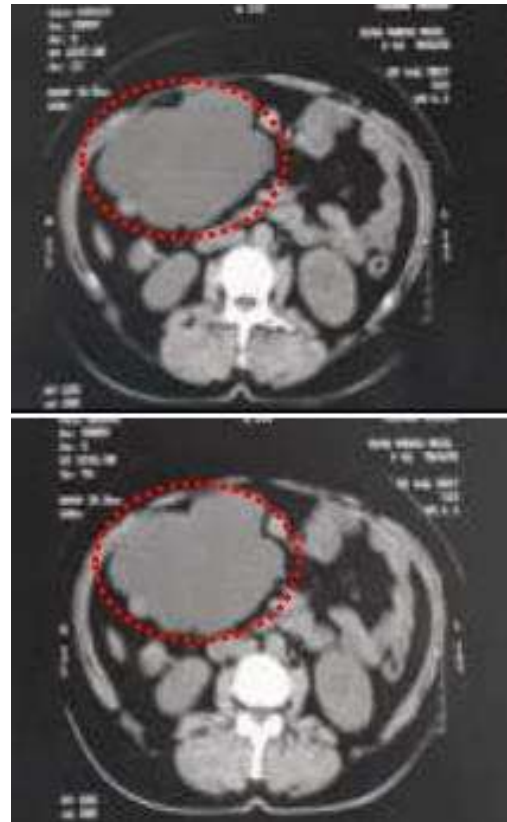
Tomografia computadorizada evidenciando formação cística sem captação de contraste.
